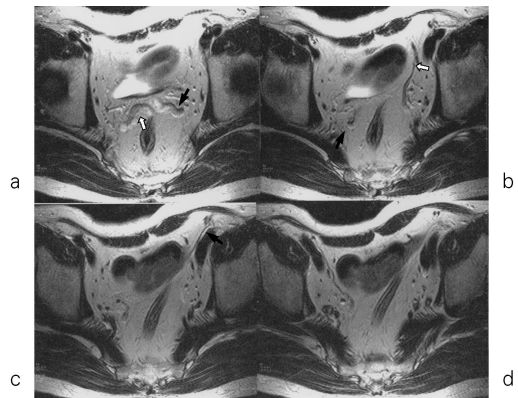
T2-weighted axial images (Same level of Fig. 2).
